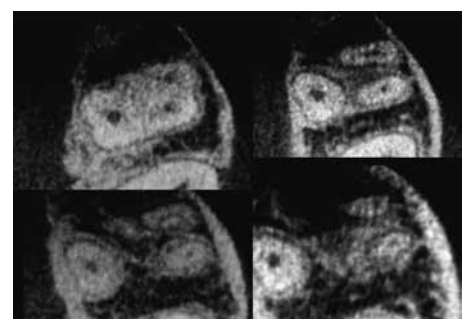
CT画像からもMB2を確認したが根尖端部で、1根管性である。CTとの併用は欠かせない
